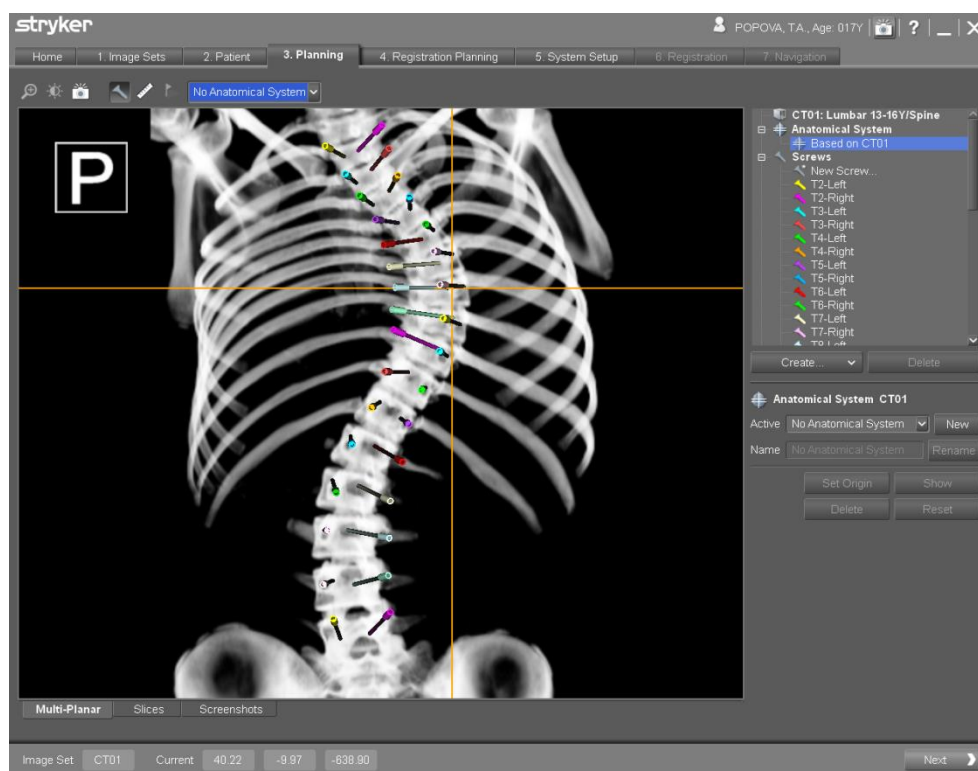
3D-реконструкция позвоночника пациента П., 17 лет с правосторонним идиопатическим сколиозом грудной локализации в режиме X-ray с виртуальными транспедикулярными винтами
